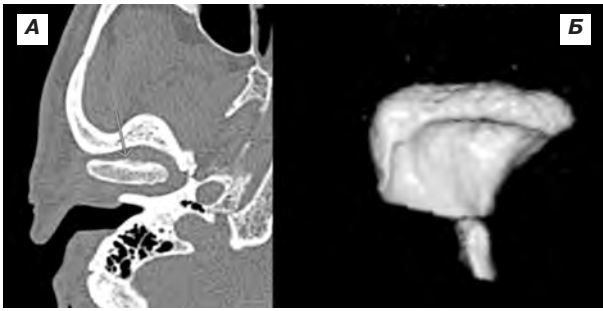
МСКТ СНЩС при дегенеративних змінах:
